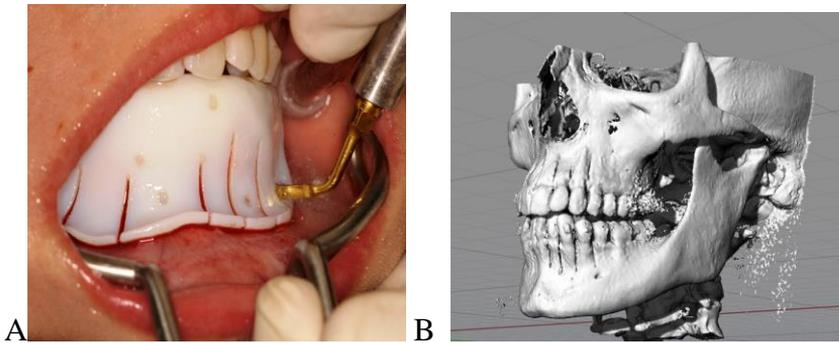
A, Uso de la plantilla quirúrgica CAD/CAM para conformar los cortes de la corticotomía.; B, CBCT postoperatorio (Tomado de Cassetta, 2015)
